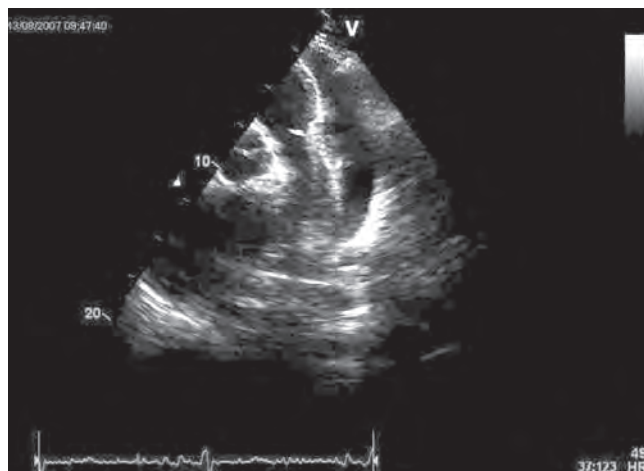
Ecocardiografie transtoracică subcostal. Imagini ecocardiografice evidențiind lichid pericardic în cantitate mare și cord cu ventriculi de dimensiuni normale, atri mult dilatați și o venă cavă inferioară cu diametrul mărit.
